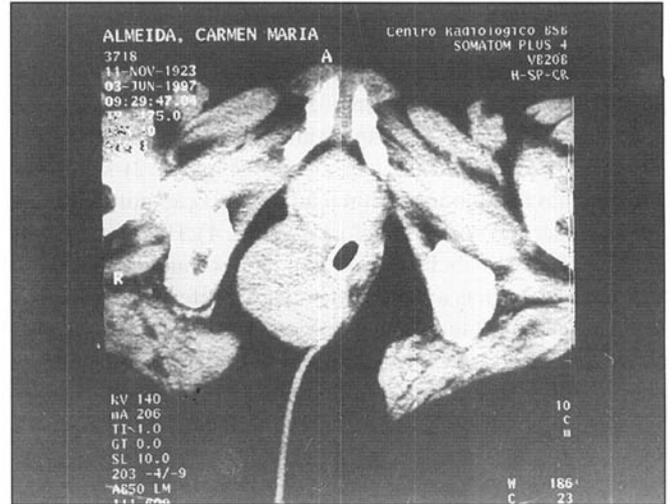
Tomografia computadorizada do caso 6 mostrando lesão sólida com invasão dos esfínteres.
